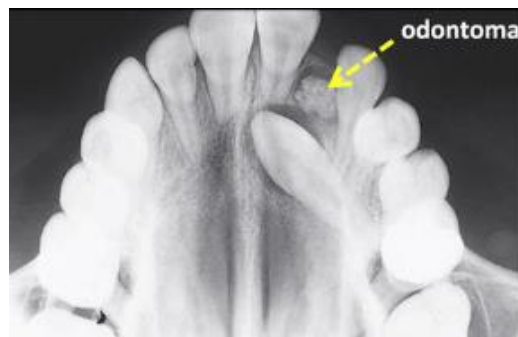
Radiografía oclusal de un odontoma bloqueando la erupción del canino (Becker & Chaushu, 2015).
